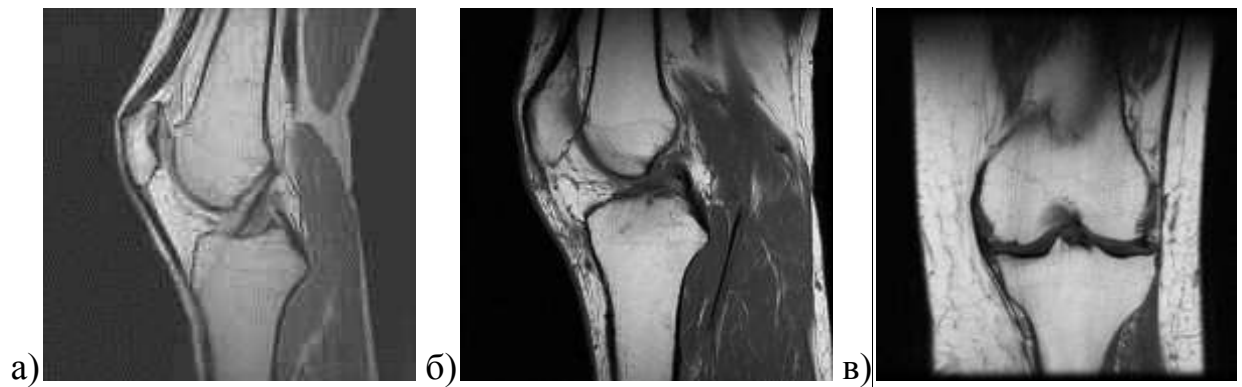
Магнитно-резонансная томография коленного сустава: а) при I стадии гонартроза (сагиттальный срез), б) при II стадии гонартроза (сагиттальный срез), в) при III стадии гонартроза (фронтальный срез).
